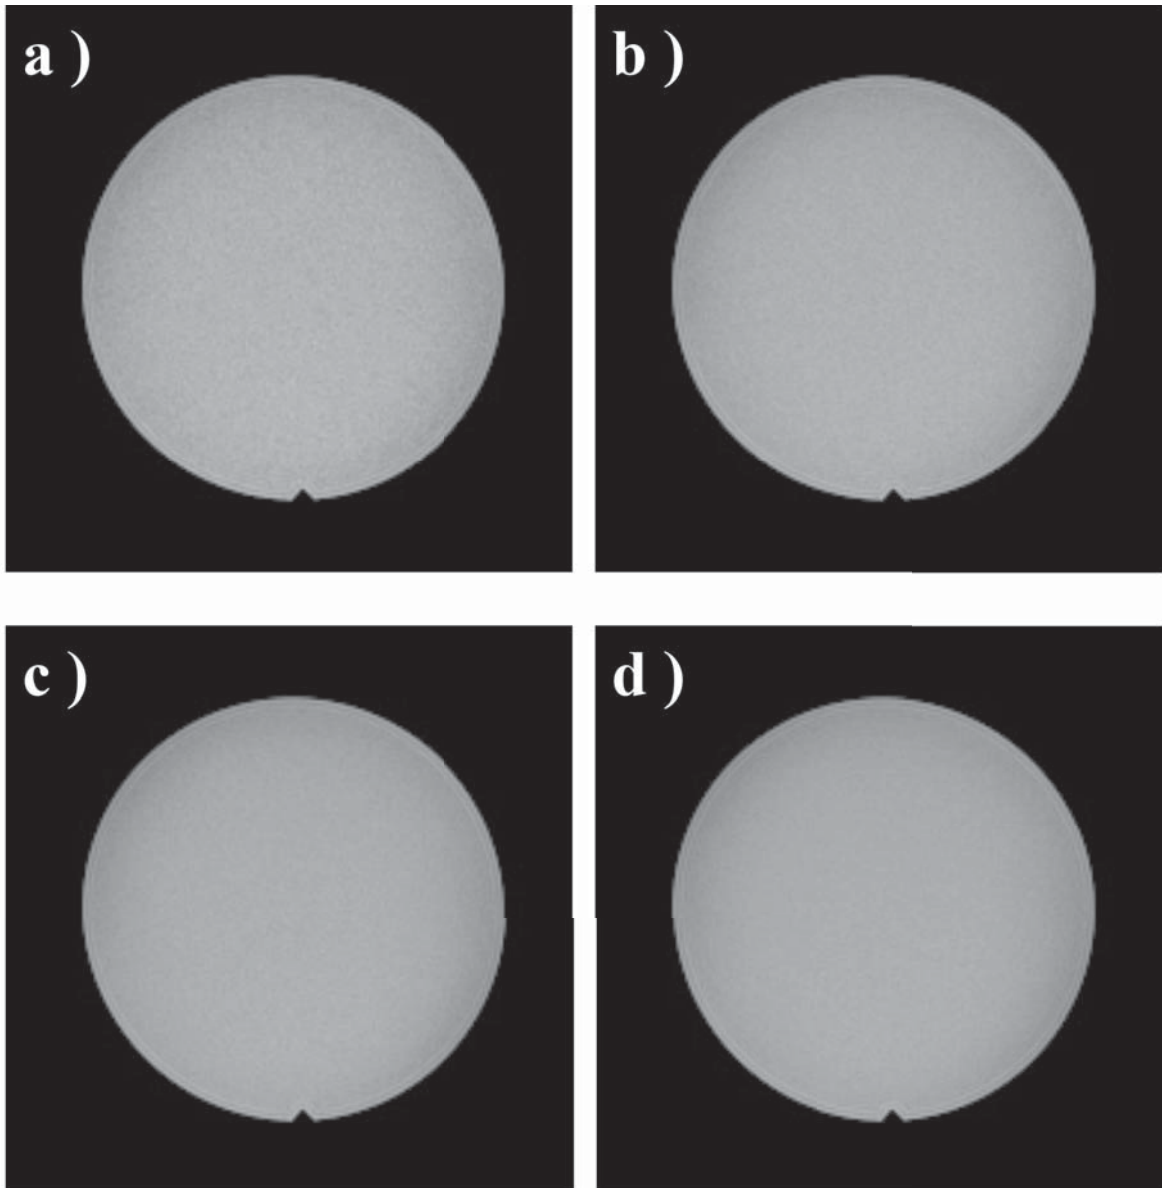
MR images for measurement of the SNR were obtained with a 3 Tesla MR Scanner. The number of excitations (NEX) was changed to a) 1, b) 2, c) 3, and d) 4.
